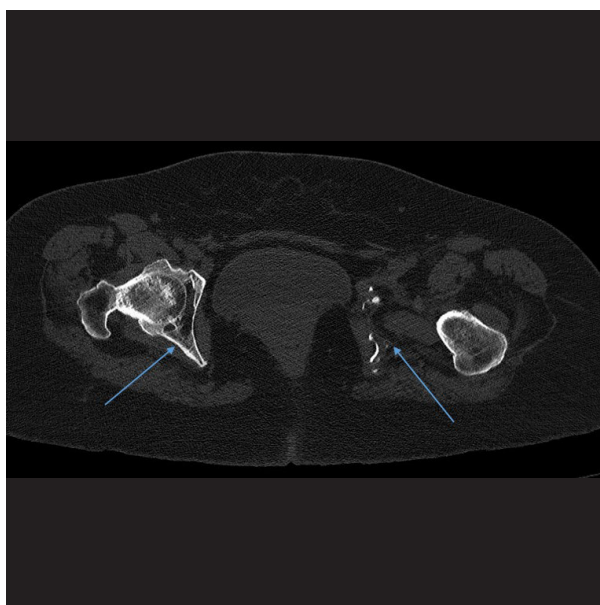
TAC de pelvis que muestra la extensión y características de la lesión osteolítica extensa en la rama iliopúbica e ilion izquierdo, con bordes irregulares y áreas de esclerosis periférica (flechas azules).
